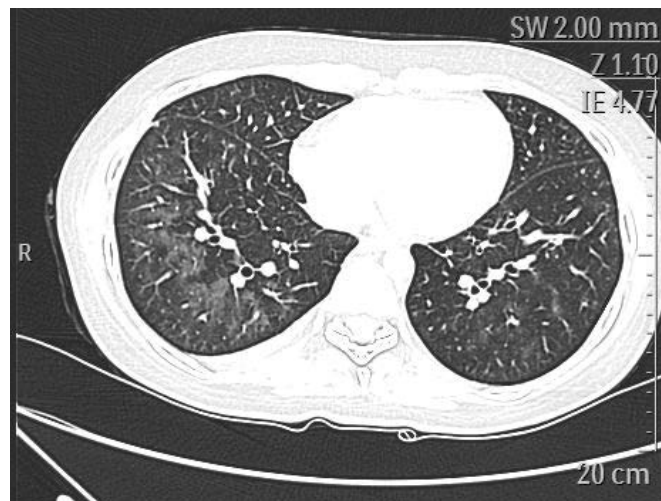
Больная 3. Компьютерная томограмма легких. ВДХТ и аутоТГСК проведены по поводу неходжкинской лимфомы. Синдром приживления трансплантата диагностирован на Д+12 (приживление трансплантата на Д+10). Диагноз установлен на основании наличия 3 больших критериев
